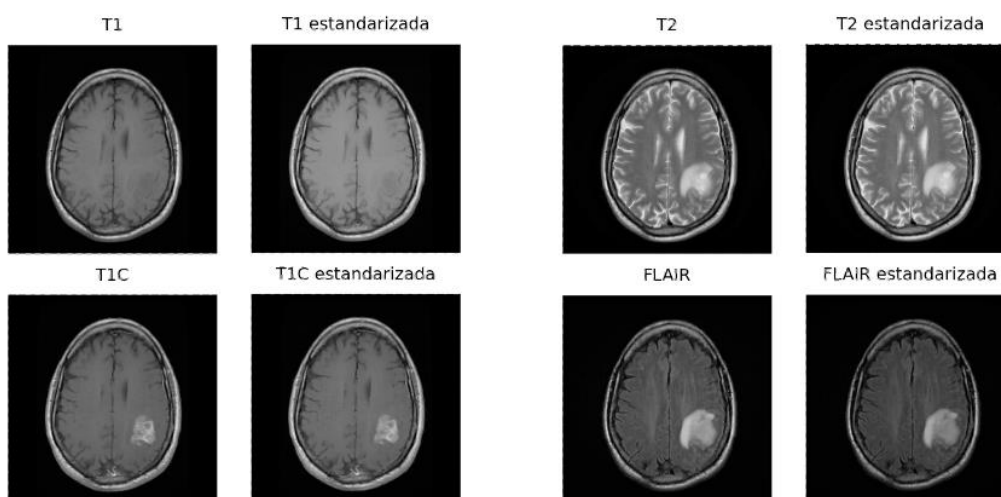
Comparación entre las RM originales y estandarizadas.
